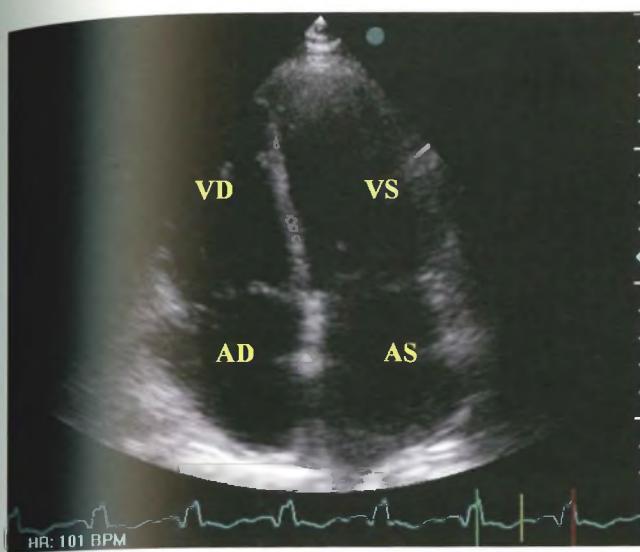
Ecocardiografia B-mode: scansione apicale quattro camere (VS = ventricolo sinistro; VD = ventricolo destro; AS = atrio sinistro; AD = atrio destro). Bene apprezzabili il setto interatriale e interventricolare.
